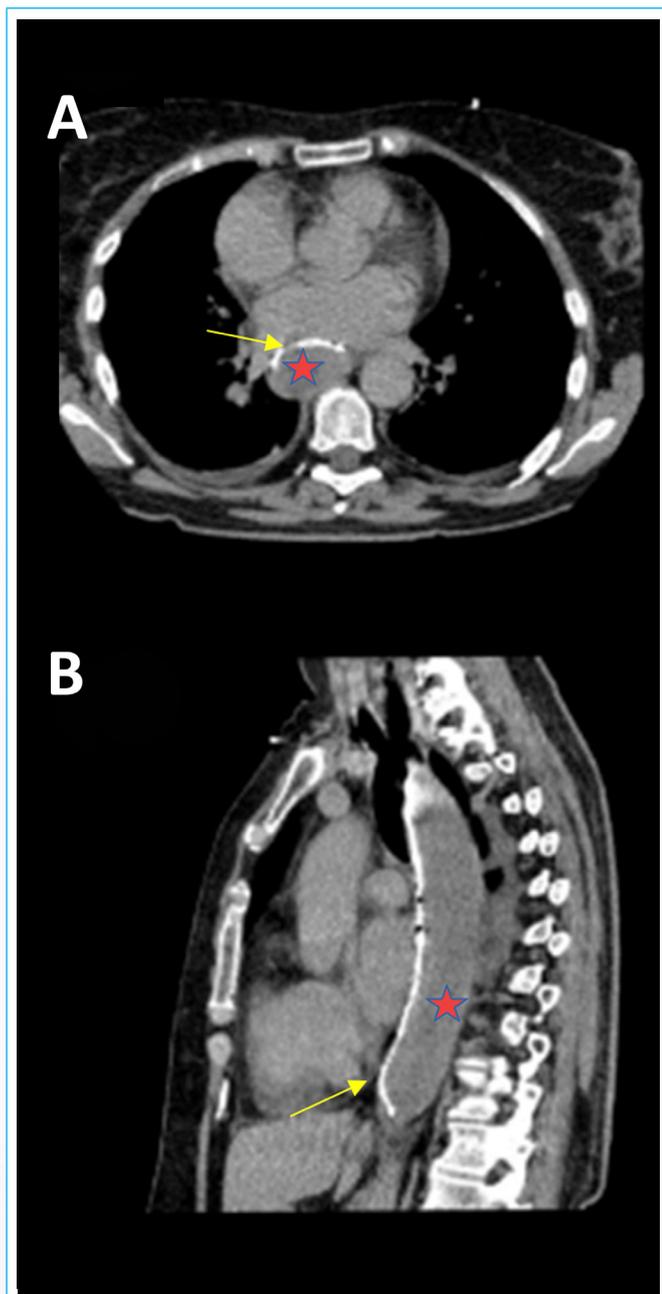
Tomografía computarizada de tórax con contraste oral. A: plano transversal. Se aprecia una imagen ocupante de espacio (*estrella roja*) que comprime la luz esofágica (*flecha amarilla*), con paso mínimo de contraste oral a su través. B: plano sagital. Hematoma en luz esofágica (*estrella roja*) con paso de contraste oral a través de la luz esofágica (*flecha amarilla*).
